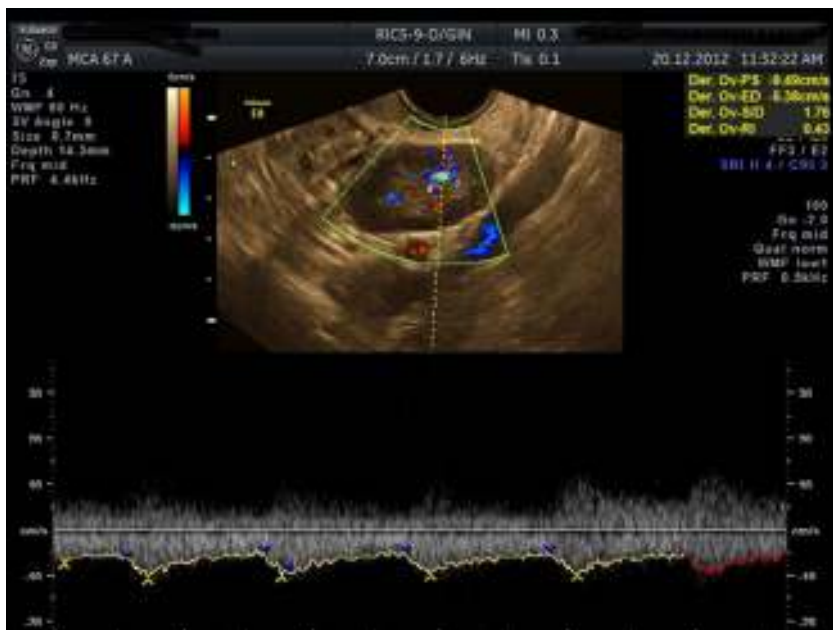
La velocimetría doppler de los tumores fue de baja resistencia (IR 0,43) y velocidad promedio (S/D) de 1,73.
